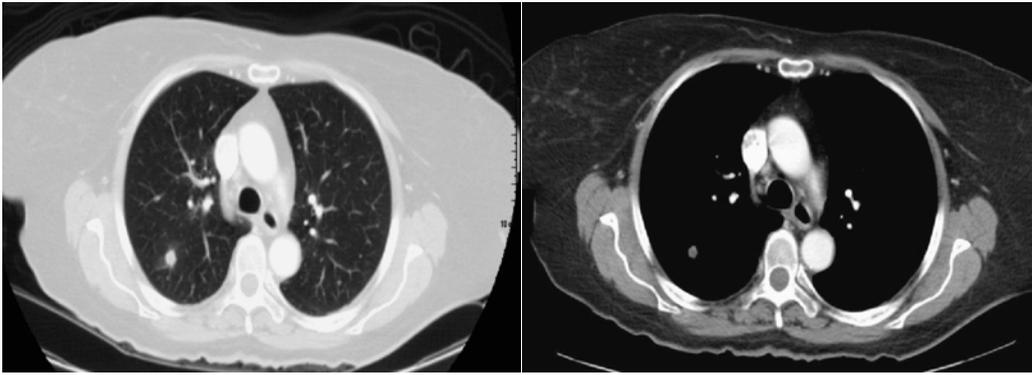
Paciente con CaCu y metástasis pulmonar. Imágenes de TC con contraste, ventana pulmonar y para mediastino.
